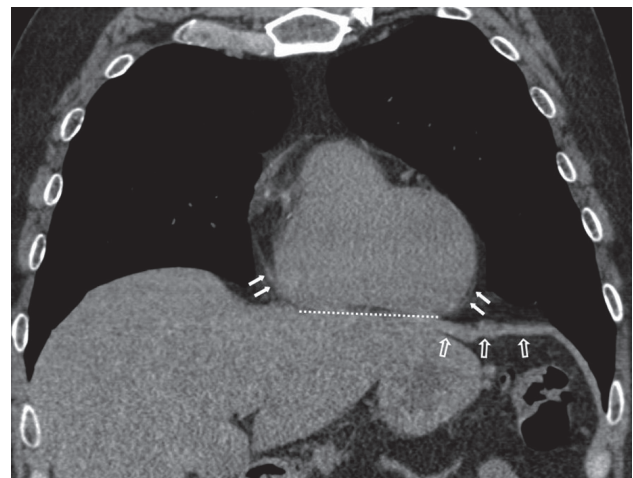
A. Representación espacial del área de contacto entre pericardio y diafragma (círculo rojo: área de contacto; círculo amarillo: área de riesgo lesional = área de contacto + 2 cm en todo su perímetro). B. Tomografía (visión coronal) que muestra el área de contacto como la zona de unión entre pericardio (flechas pequeñas) y diafragma (flechas negras).
